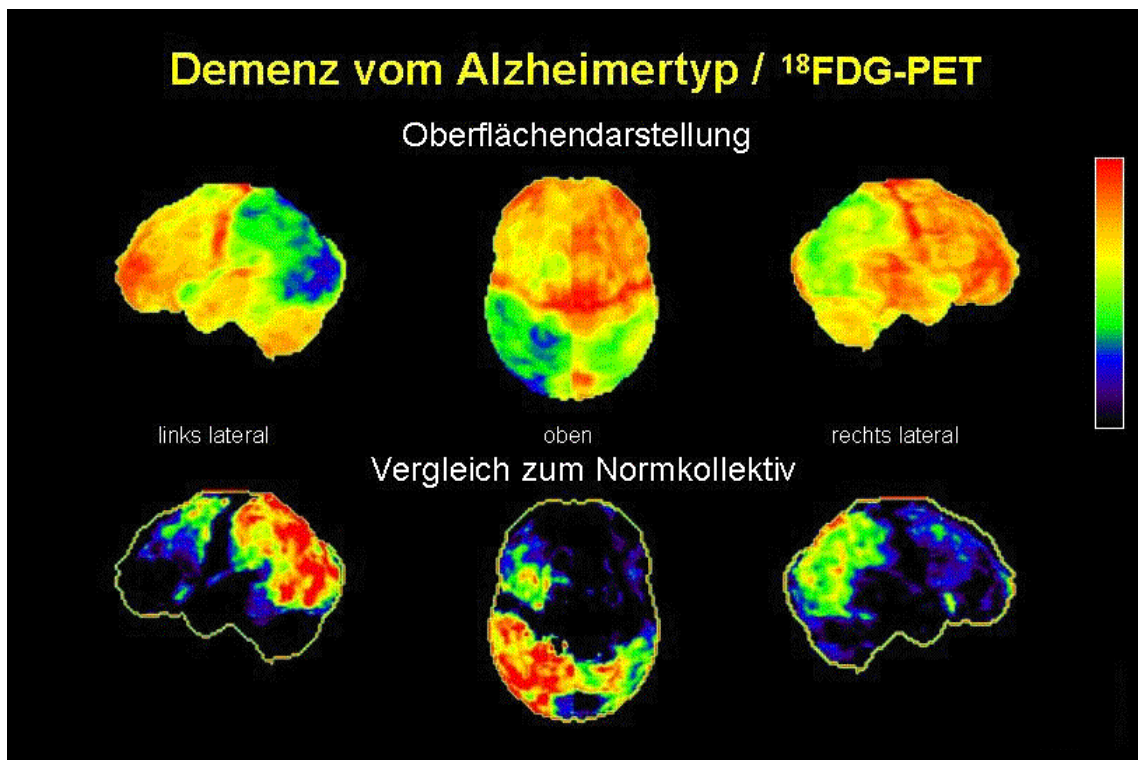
^{18}F -FDG-PET Hirnoberflächendarstellung¹⁶. Die PET zeigt bei DAT einen deutlich verminderten Glukosestoffwechsel im gesamten Parietallappen, vor allem in der links lateralen Darstellung, aber auch rechts lateral. Im Vergleich zu einem altersentsprechenden Normkollektiv zeigt sich auch im linken Frontallappen eine Verminderung.
